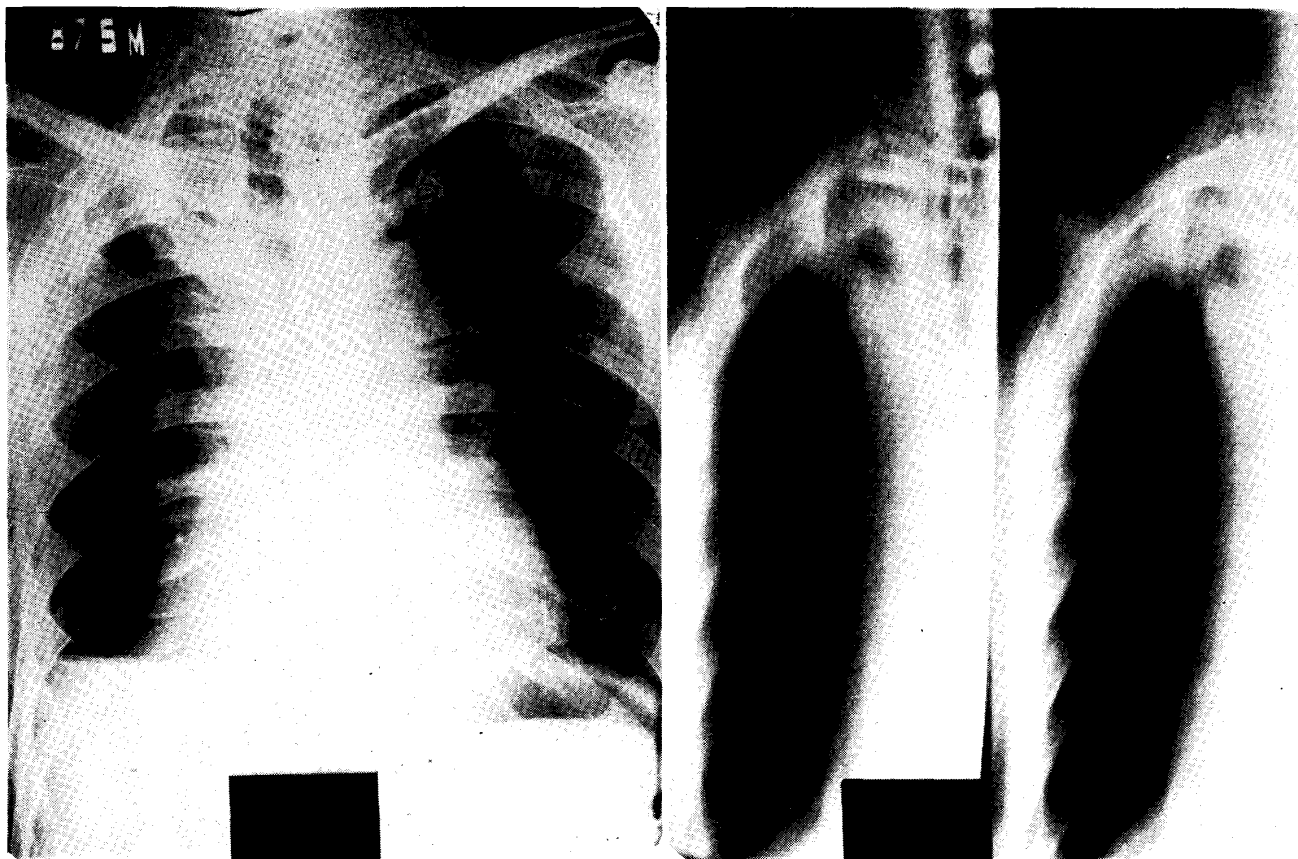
and 2 are chest film and tomograph, respectively, taken at the time of hospitalization.
